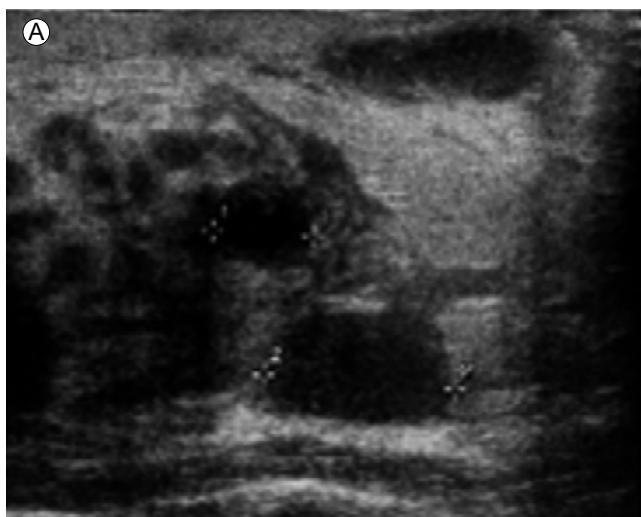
Breast ultrasonography revealed multiple cystic lesions with loculated fluid collection in the upper outer quadrant of the right breast.
